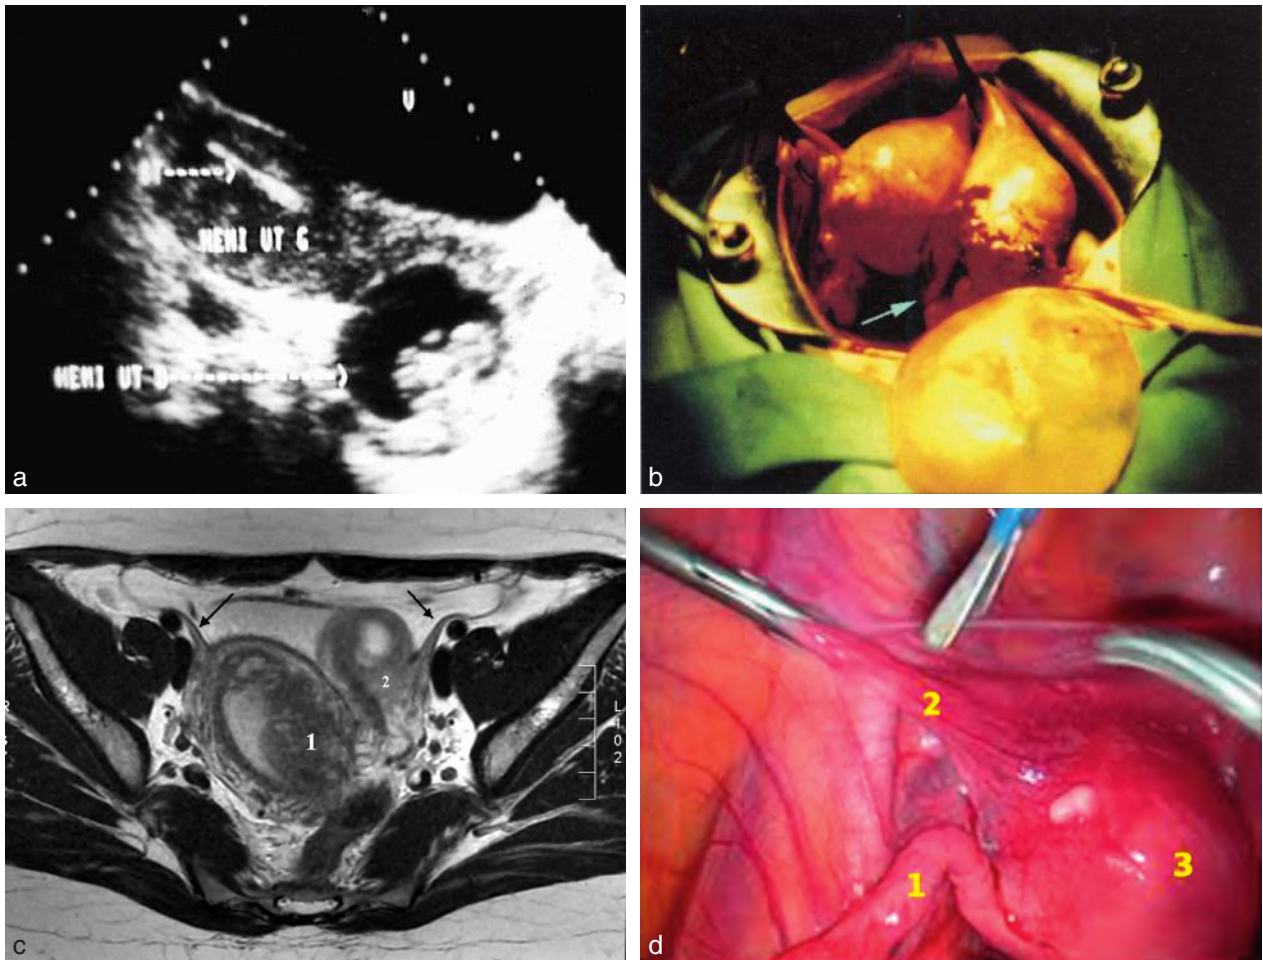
Grossesse sur corne rudimentaire non reliée au col. a. Échographie : grossesse de 3 mois dans la corne rudimentaire et stérilet dans la corne non gravide. b. Rupture à 4 mois de grossesse, aspect opératoire : la corne rompue (→) est repérée à côté de la corne non gravide. c. Grossesse dans une corne rudimentaire gauche (autre dossier). IRM : la corne non gravide (1) est le siège d'une réaction déciduale et on repère son ligament rond (→); présence d'un sac gestationnel dans la corne rudimentaire gauche (2) repérée également par son ligament rond (→). d. Coéloscopie (même patiente) : on individualise la trompe qui est normale (1) et le ligament rond (2) qui est implanté sur la corne rudimentaire (3). Ce n'est donc pas une trompe dilatée mais une corne utérine contenant la grossesse (signe de Lupon).
